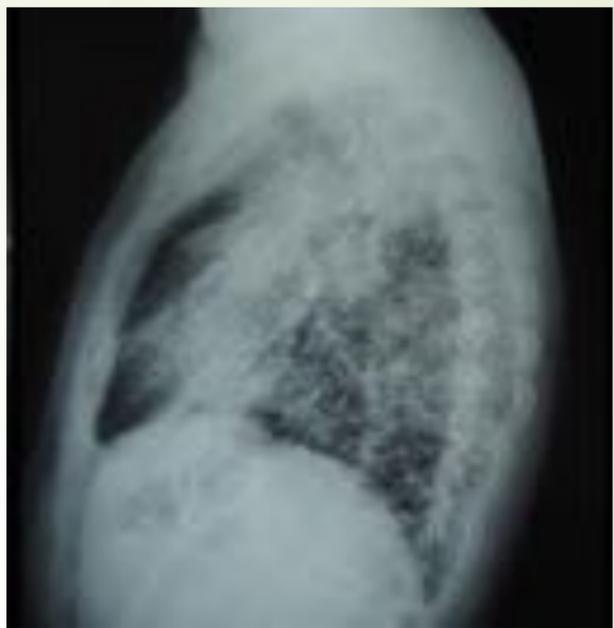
Control evolutivo. Patrón micronodular difuso con formación de opacidades mal definidas en ambos campos pulmonares que han aumentado de manera significativa. En TC: múltiples adenopatías mediastínicas e hiliares bilaterales, algunas de ellas parcialmente calcificadas. Patrón micronodular difuso y bilateral. Conglomerados/masas mal definidas en LLSS y LLII. Hallazgos compatibles con silicosis crónica complicada con aumento de la coalescencia de los nódulos.
